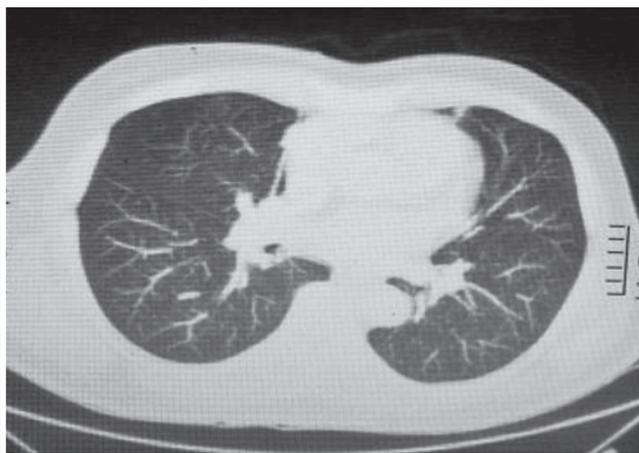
Tomografia de tórax evidenciando que o pulmão está livre de lesão metastática
